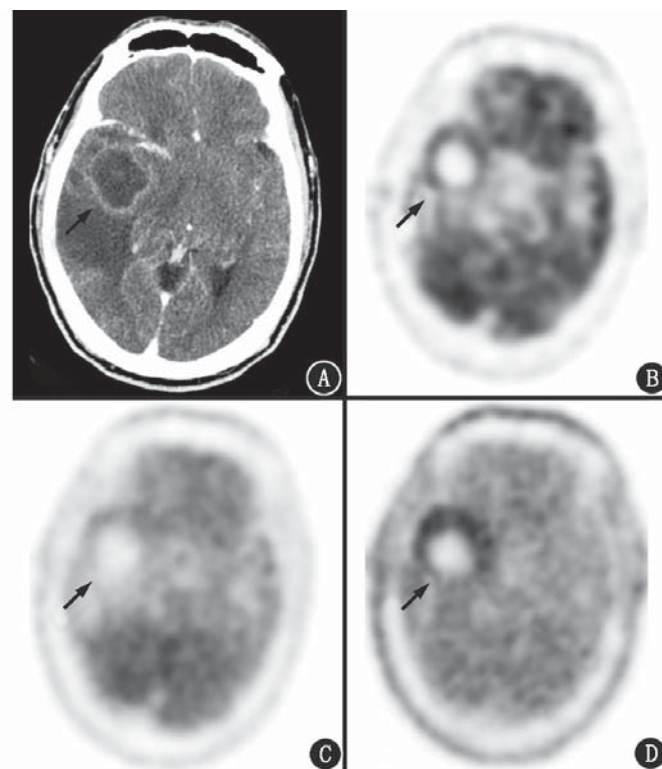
脑脓肿患者(男,55岁)影像学检查图(箭头示病灶)。A.增强 CT 示右侧颞叶病变,大小约 5.3 cm×3.0 cm(前后径×左右径),环形增强;B.  $^{18}\text{F}$ -FDG PET 显像示代谢轻度升高;C.  $^{13}\text{N}$ - $\text{NH}_3$  PET 显像示代谢较低;D.  $^{11}\text{C}$ -MET PET 显像示代谢明显升高
